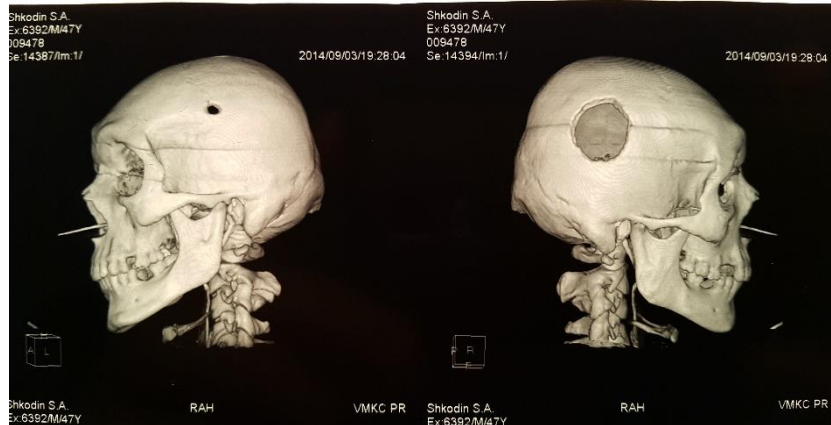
КТ черепа пораненого III ст. від 03.09.2014, 3D-реконструкція.
